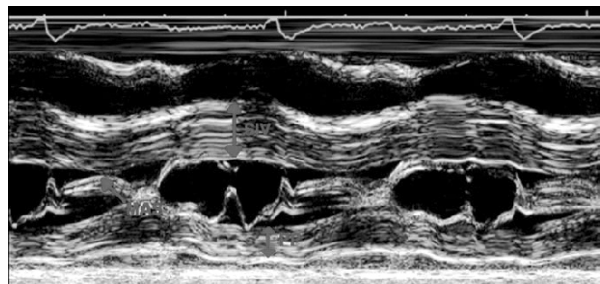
Ecocardiograma Modo M : SIV hipertrófico 24.7mm, Movimiento Anterior de la válvula mitral en sístole, Ventrículo Izquierdo de cavidades pequeñas
